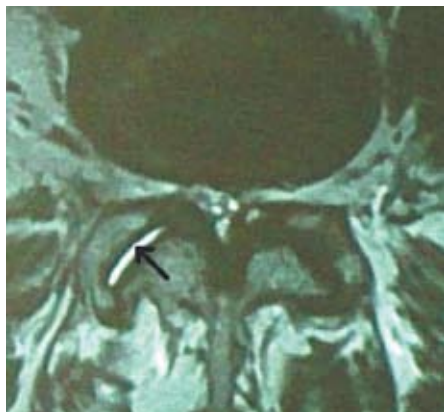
МРТ поясничного отдела позвоночника, Т2-взвешенное изображение, уровень суставов L4-L5. На фоне стеноза позвоночного канала в правом фасеточном суставе визуализируется прослойка жидкости (указана стрелкой).
